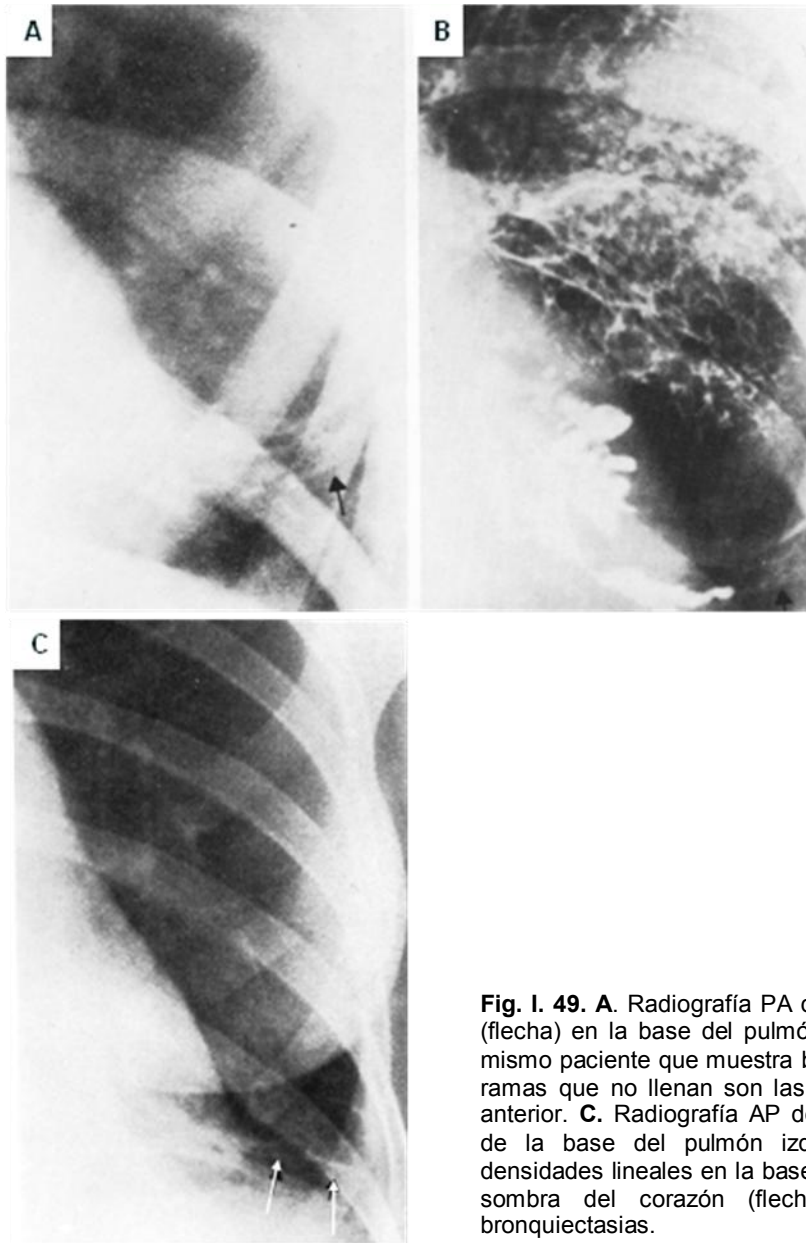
49. A. Radiografía PA de tórax, hay densidades lineales (flecha) en la base del pulmón izquierdo. B. Broncografía del mismo paciente que muestra bronquiectasias de la llingula, las ramas que no llenan son las líneas densas de la radiografía anterior. C. Radiografía AP de tórax, paciente con atelectasia de la base del pulmón izquierdo y bronquiectasias. Hay densidades lineales en la base pulmonar visibles a través de la sombra del corazón (flechas) que corresponden a las bronquiectasias.
